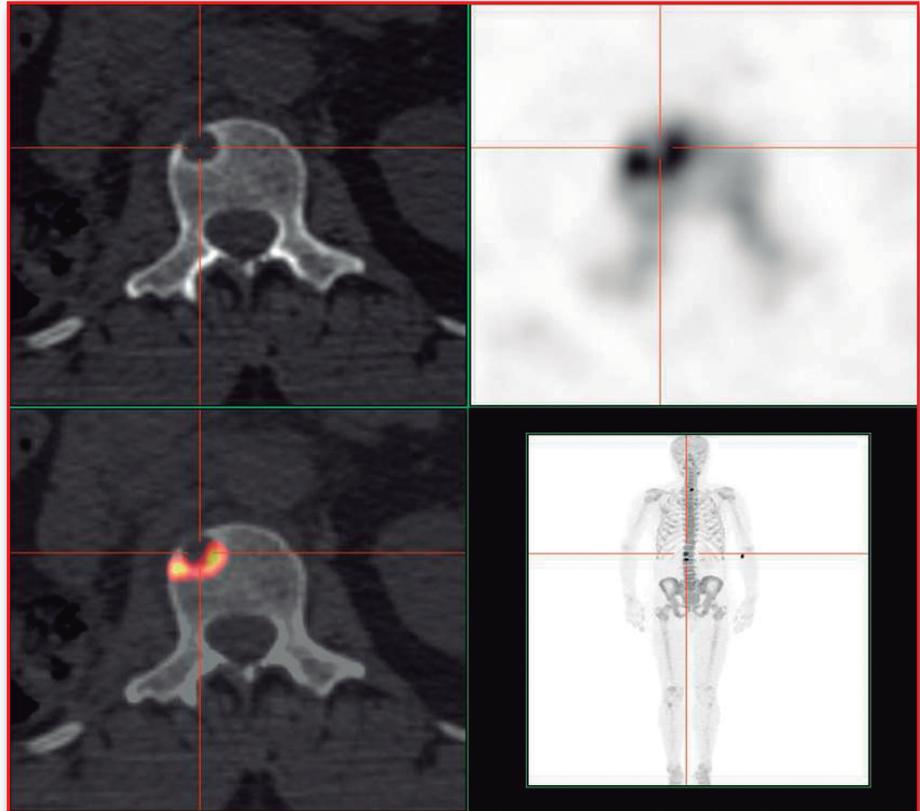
PET-TC SCAN que objetiva metástasis óseas tras inyección de 18-FDG.
